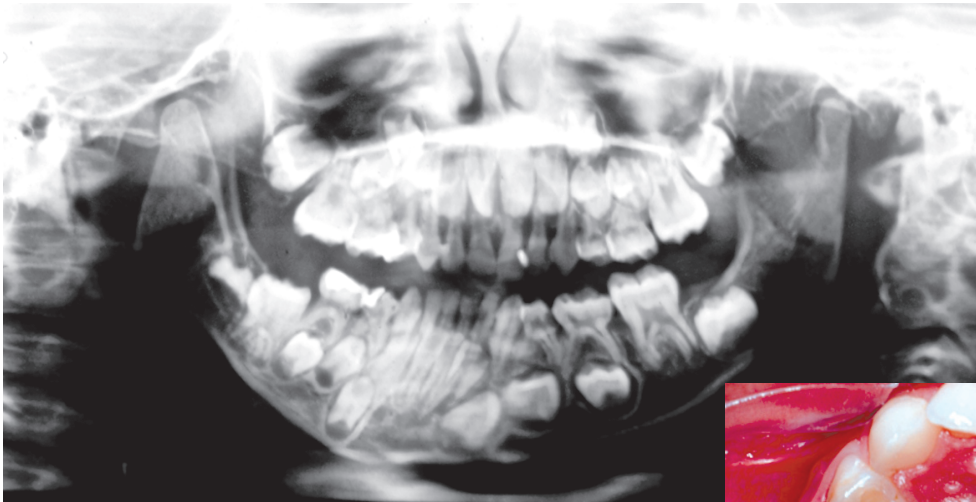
Radiografia panorâmica evidenciando alterações ósseas e dentárias
